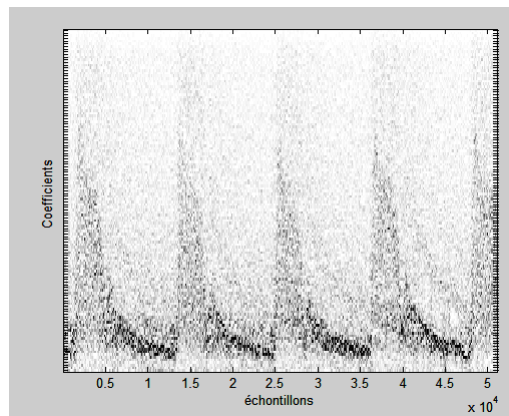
b. Décomposition en paquets d'ondelettes du signal Doppler avec l'ondelette de Meyer (cas pathologique).
